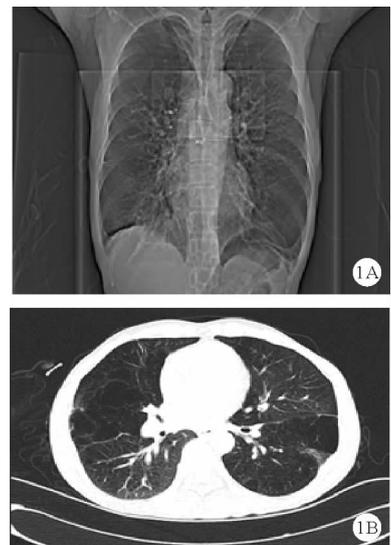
患者 2018 年 12 月 7 日胸部 CT 检查见双肺弥漫性肺气肿(A:定位窗;B:肺窗)
